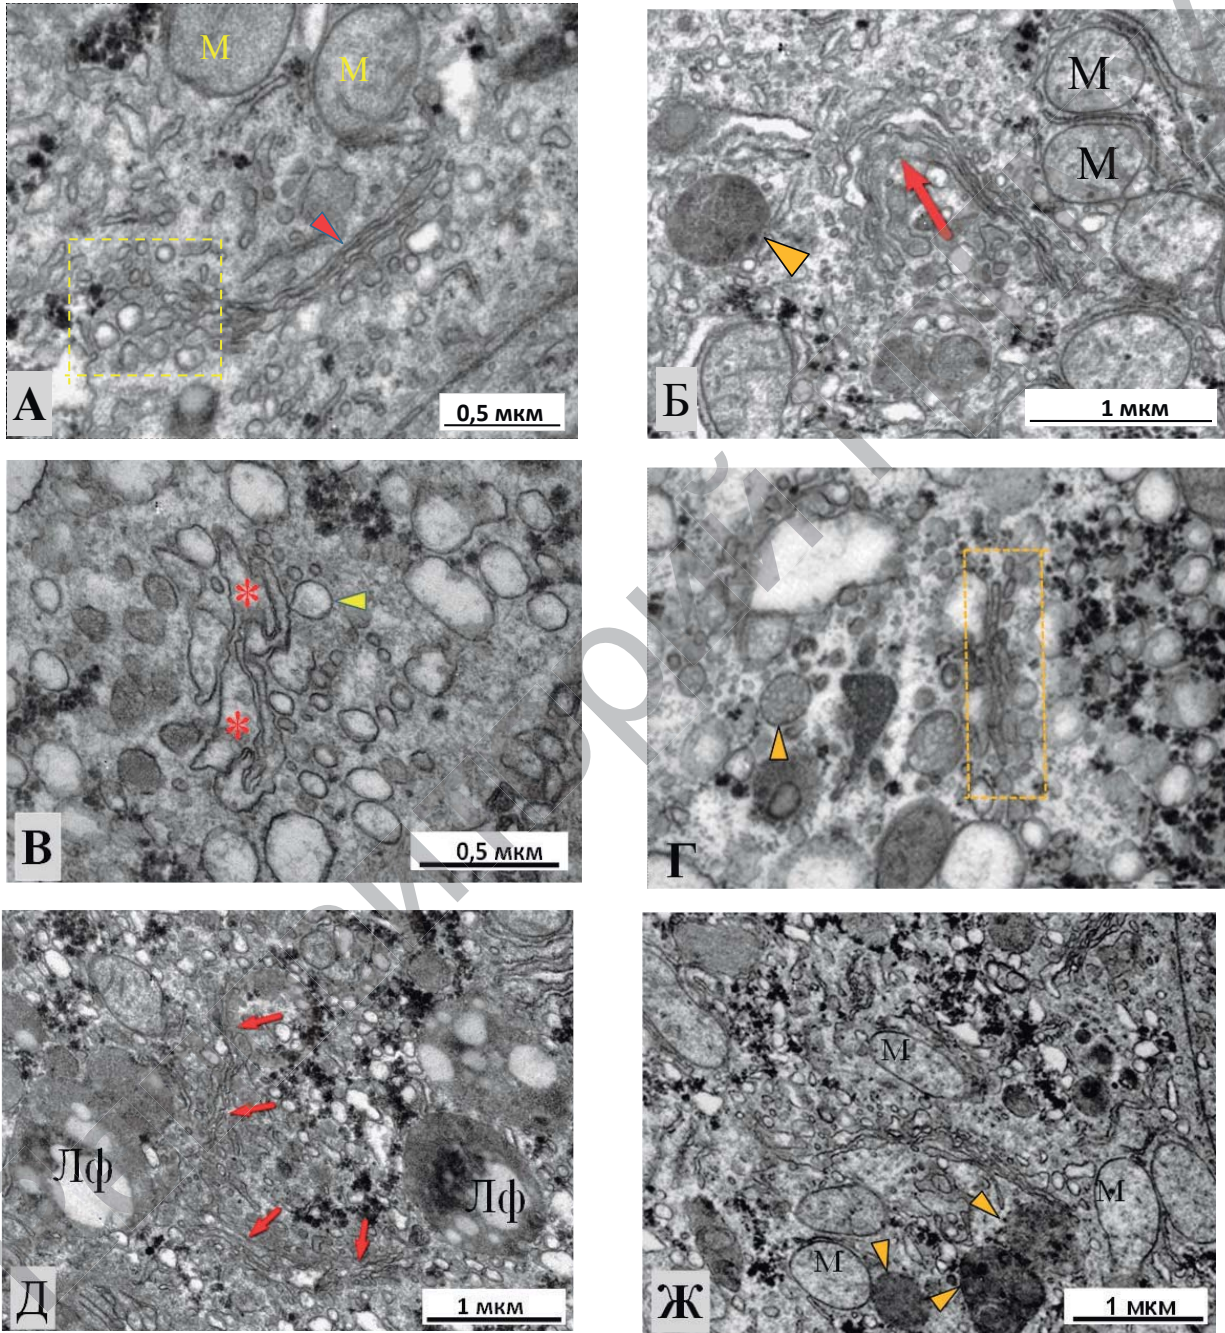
Изменения морфологии КГ у пациентов с ХГС: А – стопка цистерн КГ с хорошо сохраненной структурой; цис-цистерна – наконечник стрелки; отделяющиеся везикулы – прямоугольник; М – митохондрии; Б – значительно расширенная цис-цистерна (стрелка), просвет которой заполнен материалом средней электронной плотности; М – митохондрии; наконечник – лизосома. В – превращение уплощенных цистерн в крупные везикулы неправильной формы (звездочки); отпочковывающаяся везикула – наконечник; поперечно срезанные микроворсинки желчного капилляра – желтый наконечник стрелки; Г – разборка двух сохранившихся цистерн КГ (в рамке) на отдельные фрагменты и везикулы; мультивезикулярное тельце – желтый наконечник; клатриновый пузырь – красный наконечник; Д – фрагментация цистерн двух стопок КГ (стрелки), окруженных липофузиновыми (ЛФ) гранулами; Ж – нарушение архитектуры (утрата цистерн и фрагментация) КГ вблизи лизосом (наконечники стрелок); М – митохондрии.
